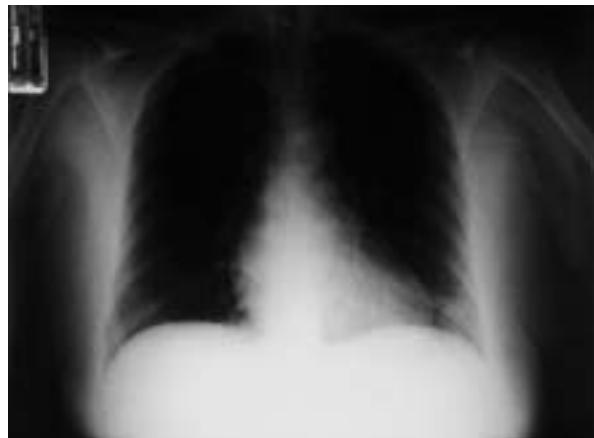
Radiografía de tórax en la que se observa neumomediastino.
